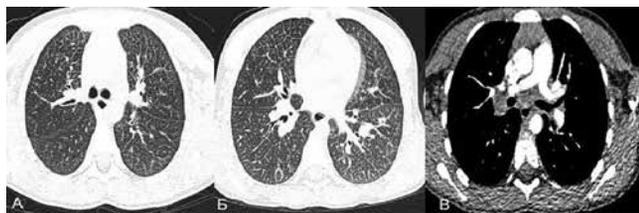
КТ органов грудной клетки пациентки О. от 18.04.2019 г., аксиальная плоскость в легочном (А, Б) и мягкотканном (В) окне. Определяются интерстициальные изменения за счет утолщения междольковых перегородок. Увеличение лимфоузлов корня правого легкого
